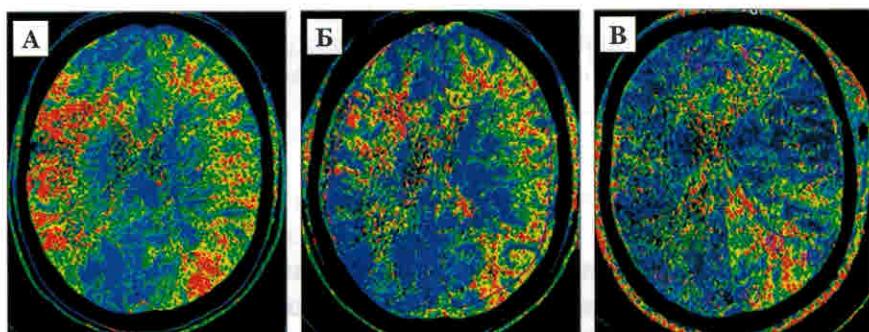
СКТ-перфузия у пациента с болезнью моя-моя: А — до операции; Б — после первого этапа реваскуляризации (справа); В — после второго этапа (слева).
